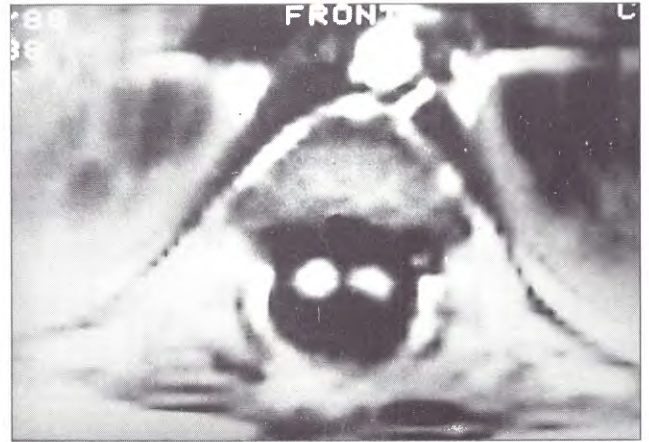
IRM, corte axial en T1. Dos hemi médulas en un saco dural único en un caso de Diplomielia.
